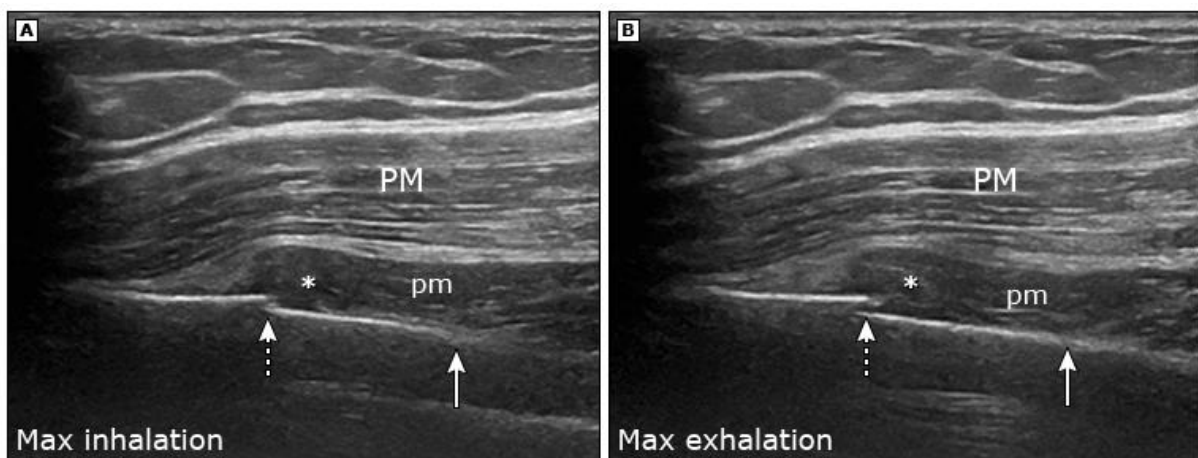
Sonographie der Rippen bei Inhalation und Exhalation (23,24). PM: M. pectoralis major, pm: M. pectoralis minor, *: Hämatom. Der gestrichelte Pfeil zeigt auf den Frakturspalt (Kortikalisunterbrechung), dieser liegt lateral des costochondralen Übergangs (ganzer Pfeil) und vergrößert sich bei maximaler Ausatmung.
